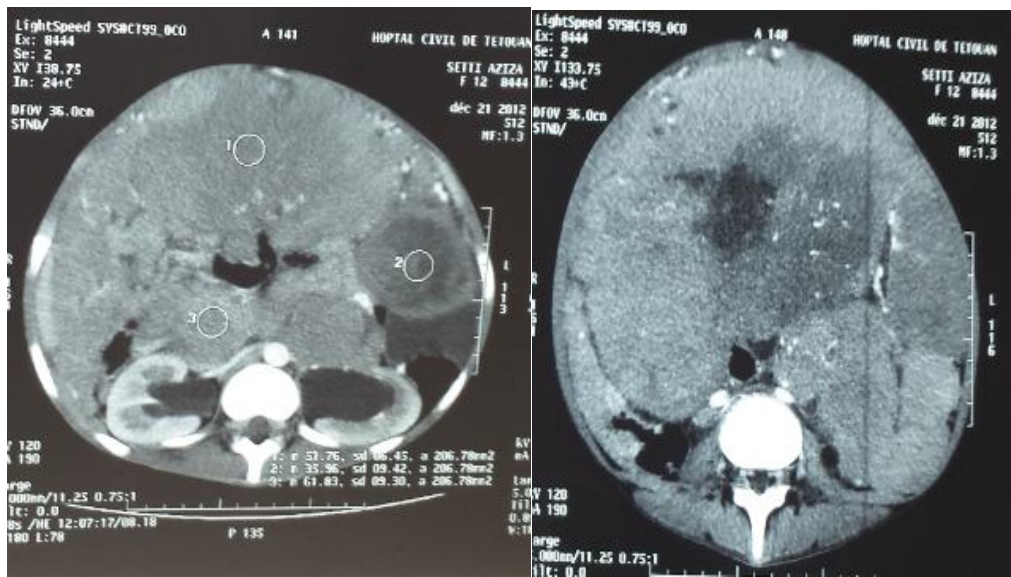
TDM abd-pelv (du 21/12/2012) montrant une masse abdomino-pelvienne à double composante tissulaire et charnue, elle mesure 158 x 100 mm, associée à un épanchement péritonéal et des masses péritonéales.
